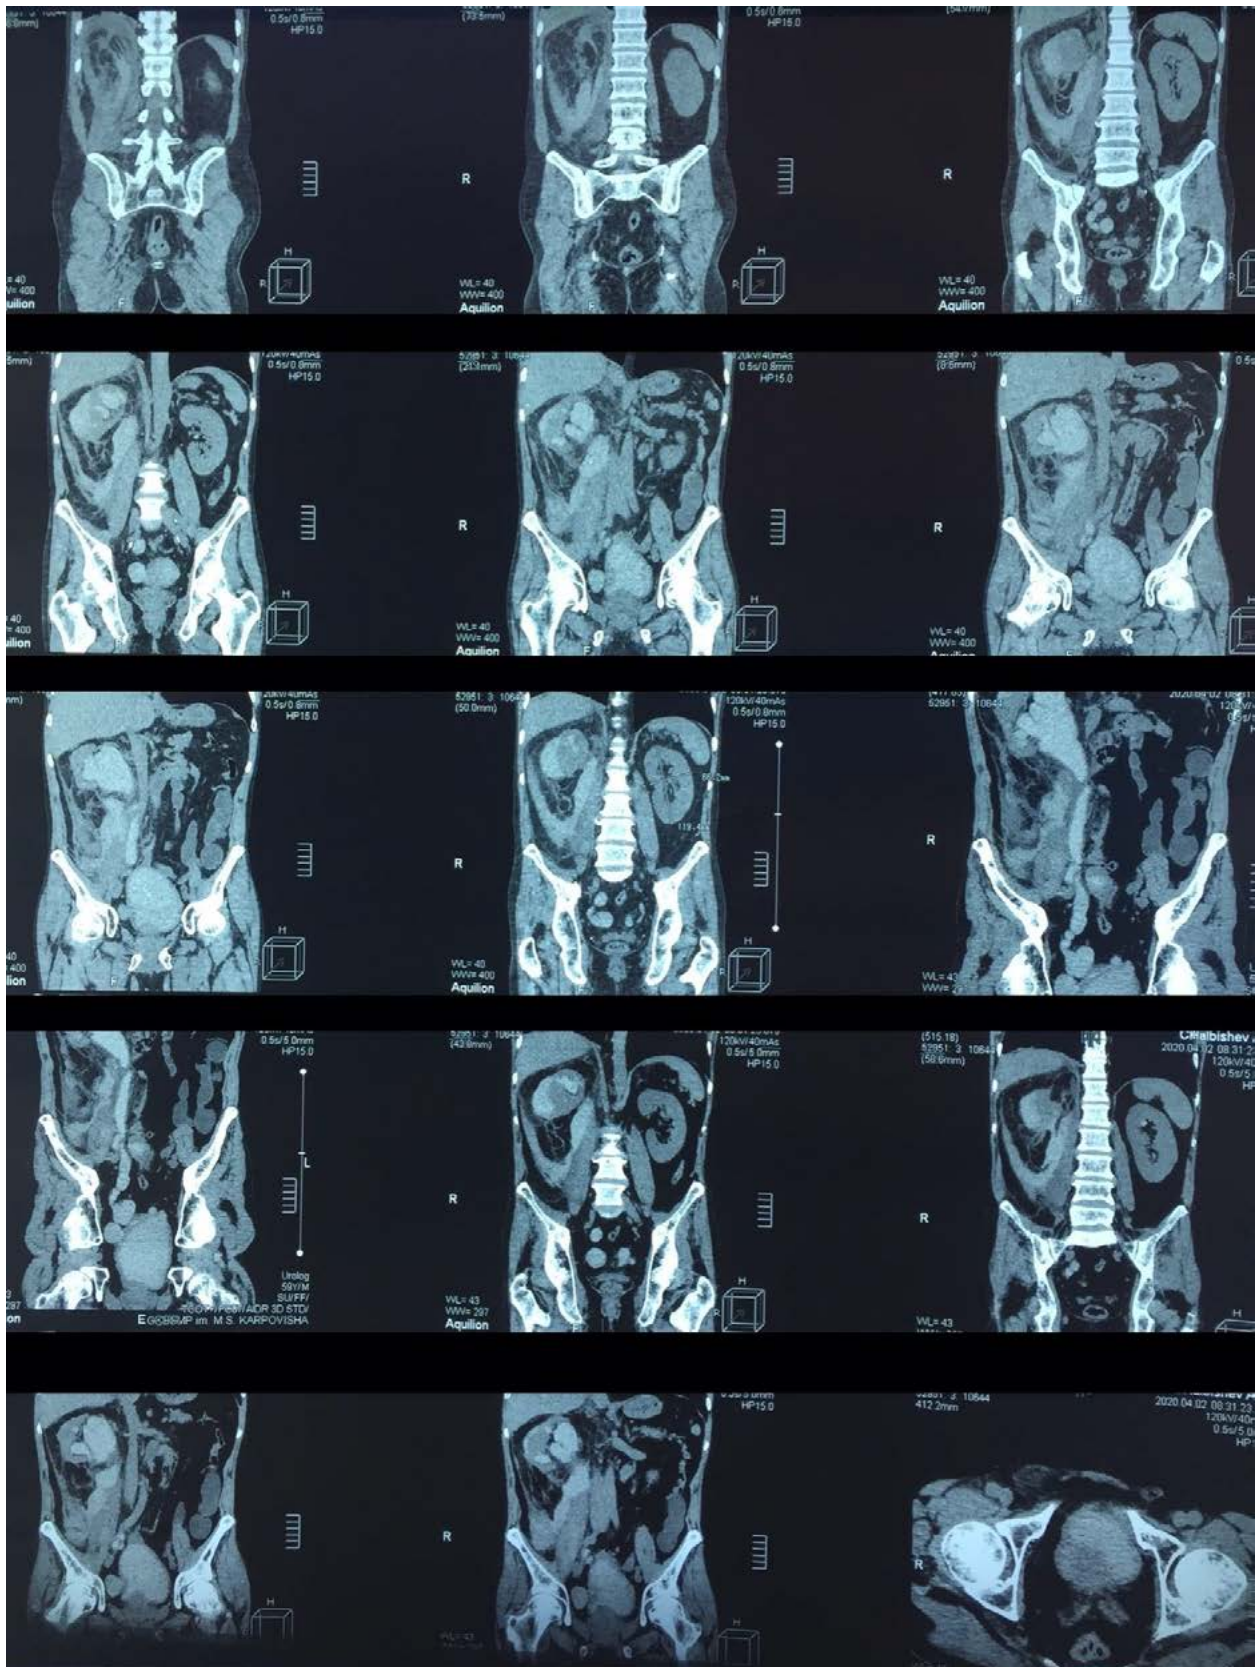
МСКТ почек и забрюшинного пространства (ААСТIII).
